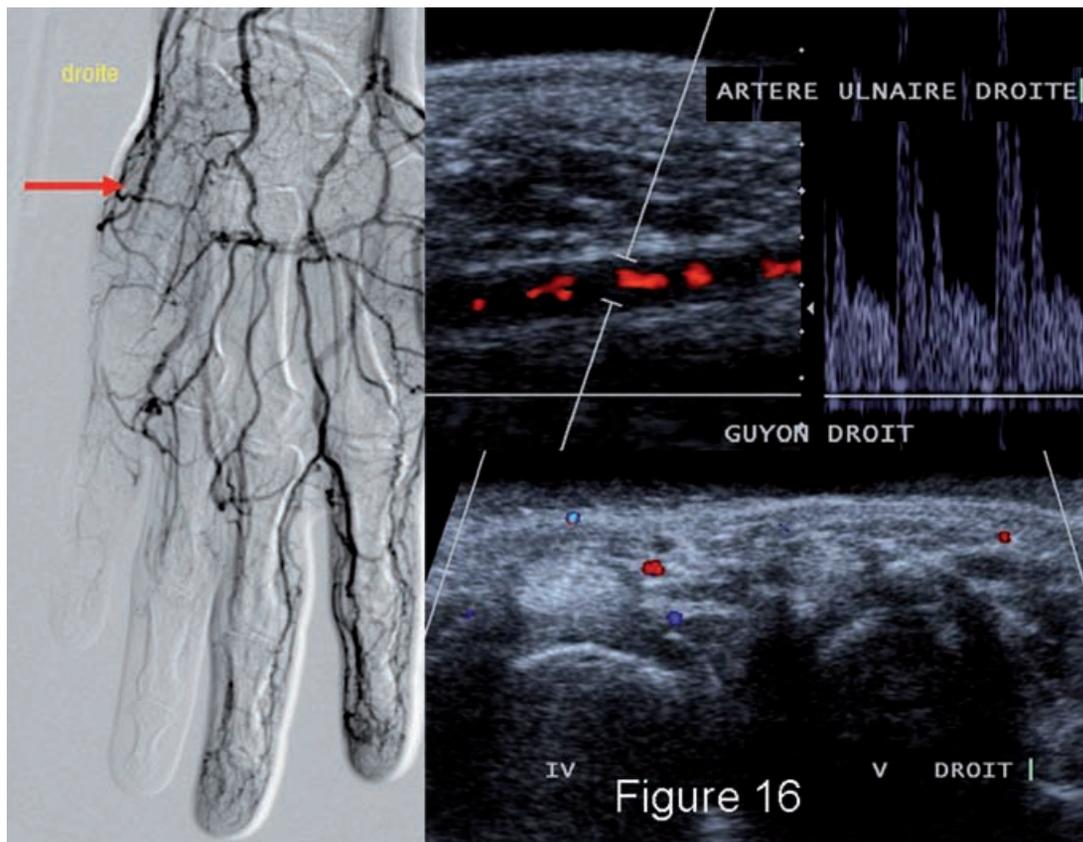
Angiographie conventionnelle et échographie Doppler chez un maçon, suspect au départ d'un syndrome du marteau hypothénarien. Il présente toutefois une pathologie plus distale (voir figure 15 en haut). L'angiographie (à gauche, by courtes y from Dr C. Delcour) révèle une artère ulnaire perméable (flèche rouge), mais une absence d'opacification des vaisseaux en distalité. L'échographie Doppler (en haut à droite) montre un tracé anormal de basse résistance dans l'artère ulnaire néanmoins perméable et la coupe échographique transversale Doppler (en bas à droite) montre une absence complète de flux dans les vaisseaux digitaux palmaires de l'auriculaire et partielle dans ceux de l'annulaire, comme le confirme par l'angiographie.
